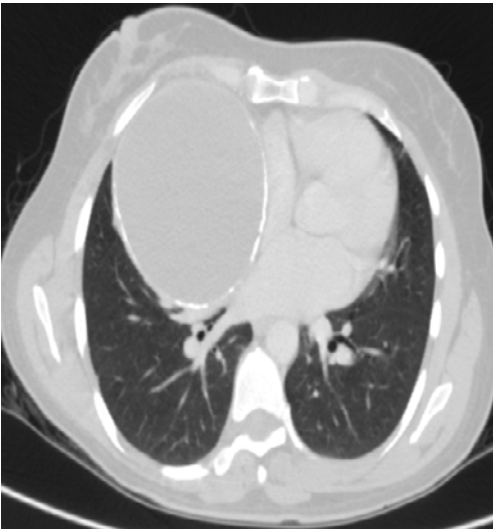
A) Topograma muestra opacidad ovalada en el mediastino anterior, paracardiaca derecha, que abomba el contorno mediastínico, de contornos definidos, convexa hacia el pulmón, de ángulos obtusos, con calcificaciones parietales, signo extrapleural (interfase claramente definida con el pulmón, flecha blanca gruesa), signo de la silueta (borde cardíaco derecho obliterado) y signo del hilio tapado (vasos hiliares visibles por dentro de la masa, flecha blanca delgada). B y C) Tomografía computarizada, imagen axial, con medio contraste, ventana mediastínica, evidencia masa quística encapsulada con calcificaciones curvilíneas en su pared y densidad grasa en el aspecto superomedial (flecha blanca gruesa). Hay efecto de masa sobre la vena cava superior, aurícula derecha y parénquima pulmonar adyacente.
